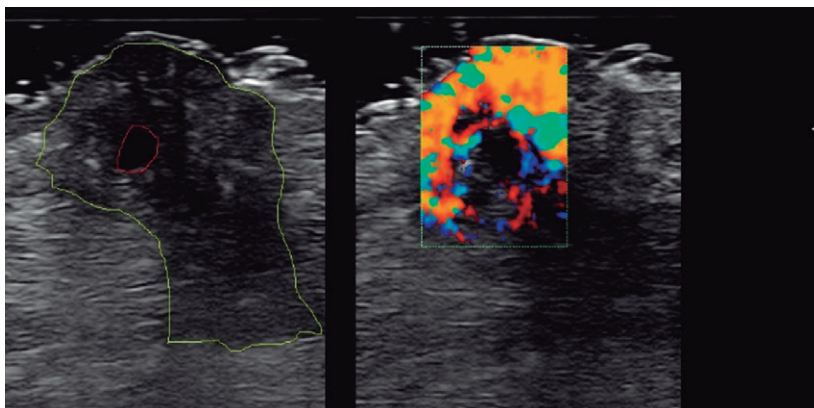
Corte transversal en modos B y *power* Doppler. Área hipoeoica nodular mal definida con extensión en profundidad (contorno amarillo), zonas anecoicas (línea roja), canales vasculares y señal Doppler abigarrada, salvo en el área anecoica central.
